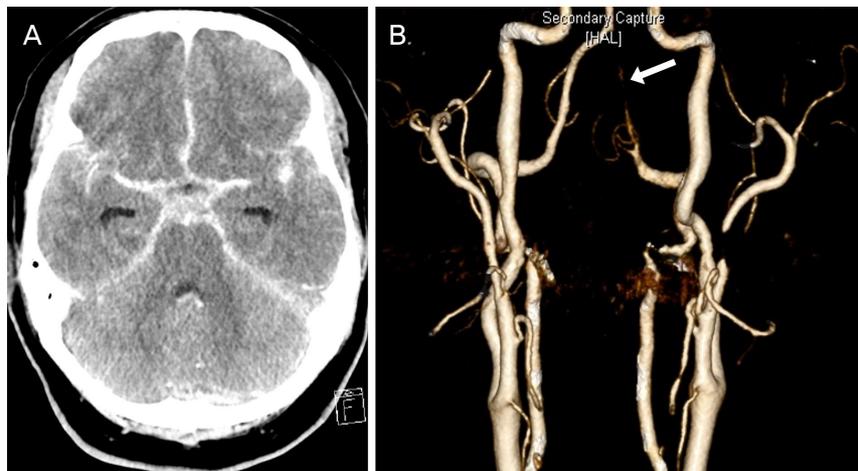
Brain computed tomography (CT) with contrast (A) showing acute subarachnoid hemorrhage and brain CT angiography (B) showing occlusion in left vertebral artery (arrow).
